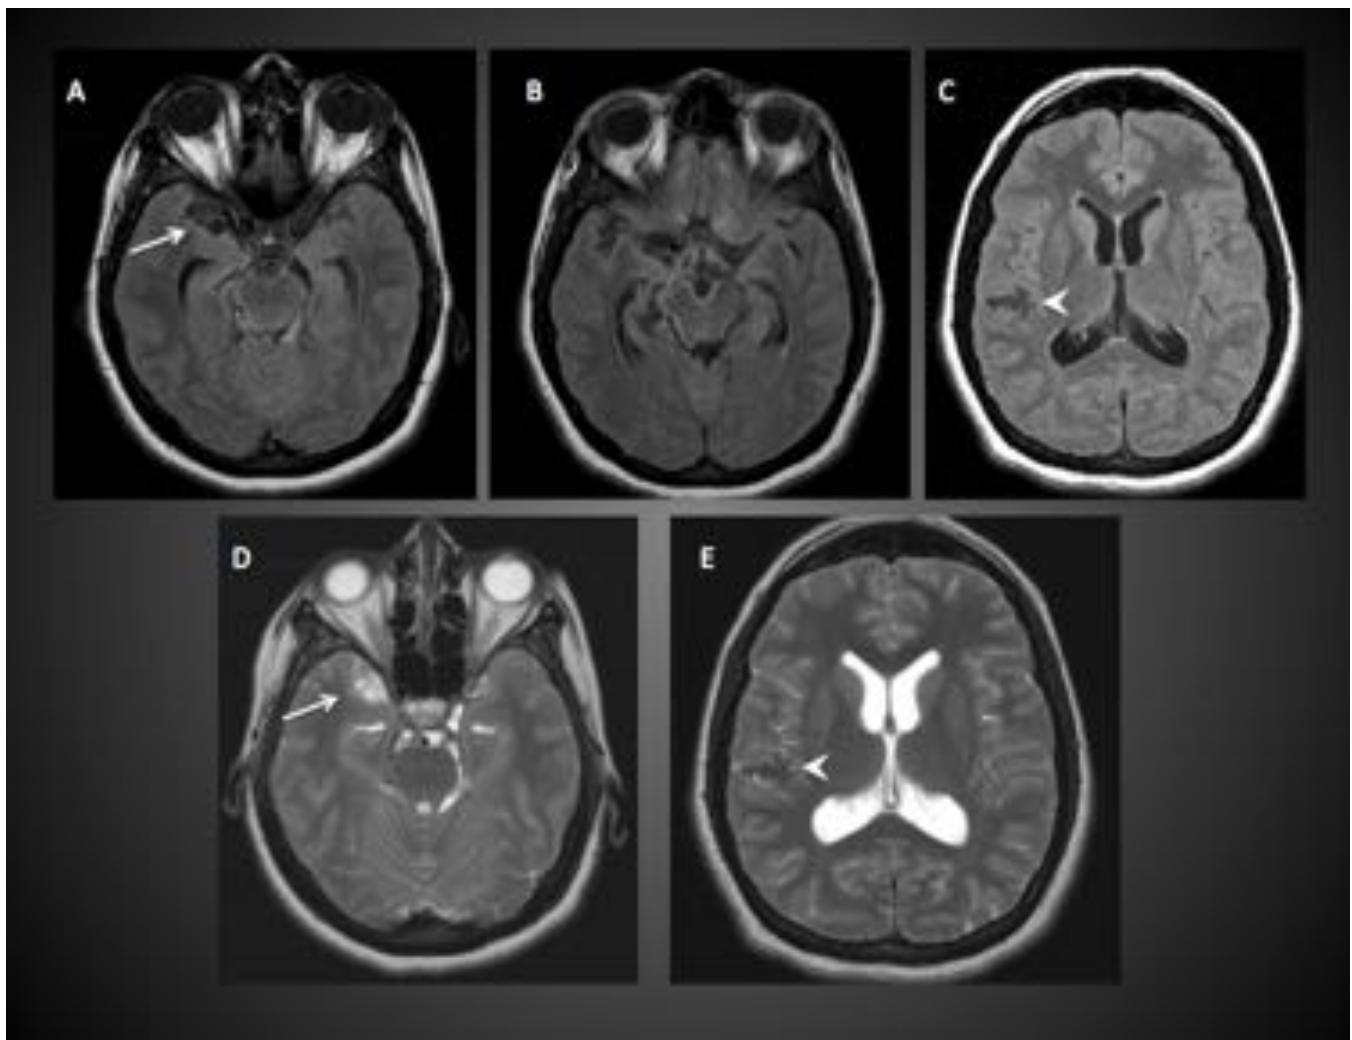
NEUROCISTICERCOSIS (forma racemosa) RM de la misma paciente, con imágenes en secuencias axiales FLAIR (A,B y C) y T2 (D y E). Ampliación de las cisternas de la base que se continúa por la cisura de Silvio derecha , ocupadas por imágenes quísticas (flechas blancas). En espacio subaracnoideo de región silviana derecha, se observan unas imágenes hipointensas en T2 , en relación con calcificaciones (cabezas de flecha) .
